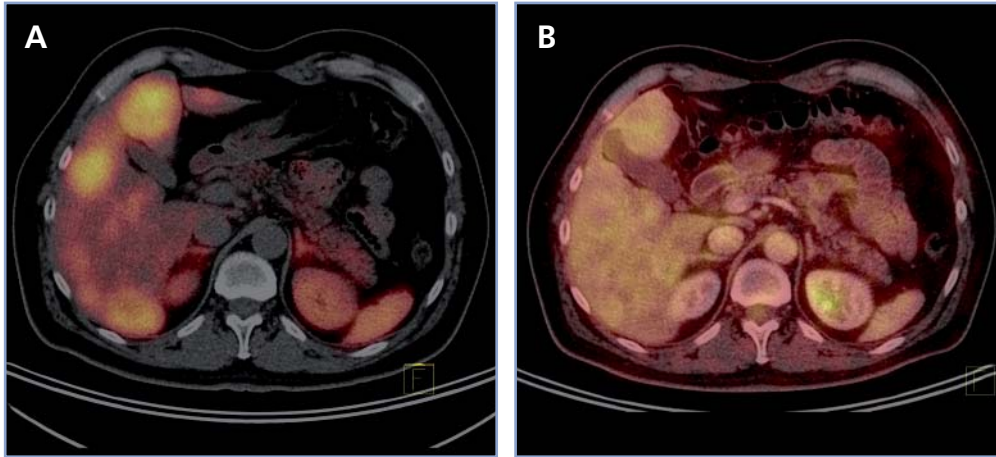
PET/CT: imagen fusionada transaxial. Ga^{68} DOTATATE (A) y F^{18} -FDG (B). Las imágenes pertenecen al mismo paciente con tumor neuroendocrino intestinal metastásico, el cual presenta intensa sobreexpresión de receptores de somatostatina en numerosas metástasis hepáticas. En contraste, las mismas lesiones no tienen gran avidéz por la glucosa. Este patrón sugiere tumor neuroendocrino bien diferenciado.
